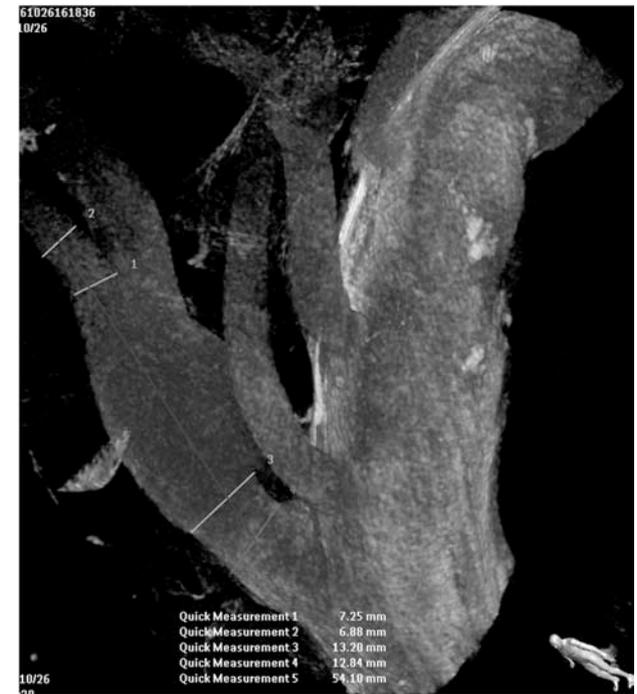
Pretreatment 3D-CT angiography
